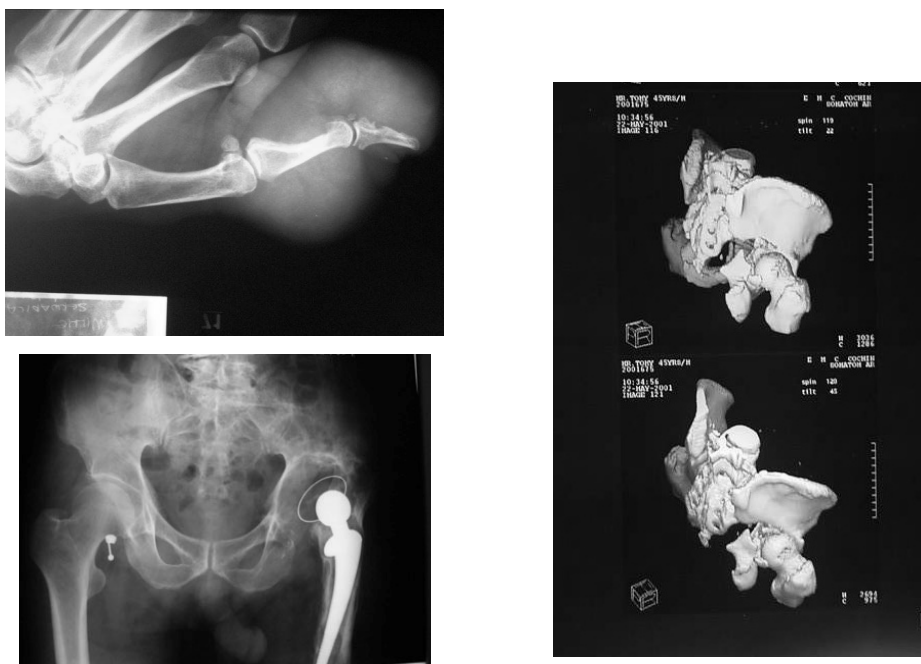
Примеры основных диагностических данных (рентгенограммы, томограммы)
